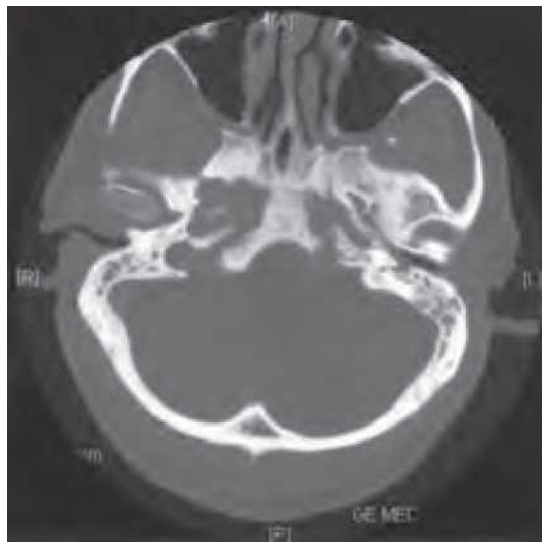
Tomografie computerizată (CT) de înaltă rezoluție, scanare axială care prezintă osteomiелita a bazei craniului cu dovezi de eroziune osoasă petroclivală.
